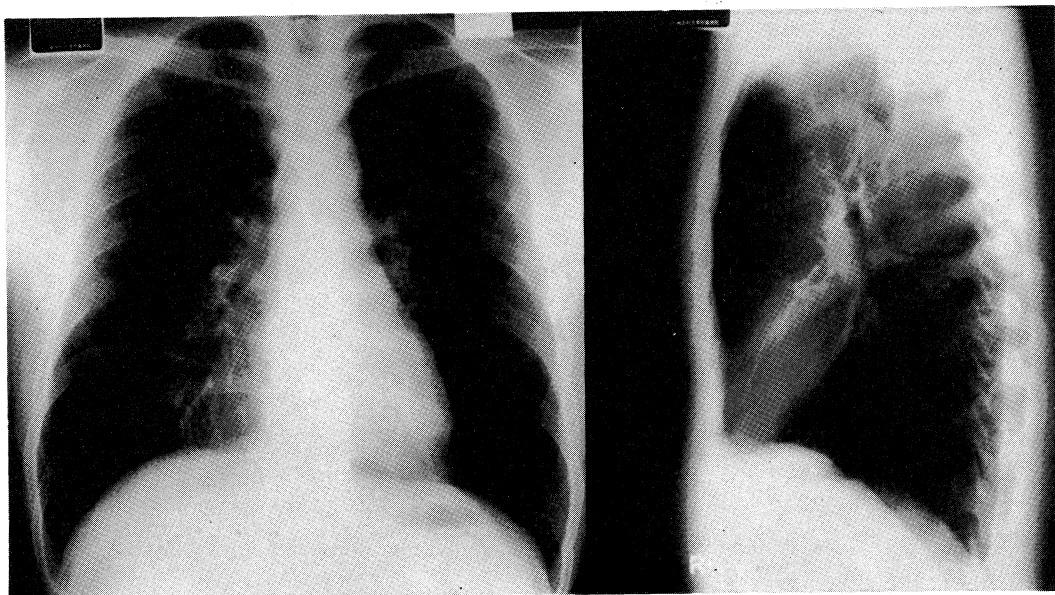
Chest X-ray film. Cardiothoracic ratio is 38%.
